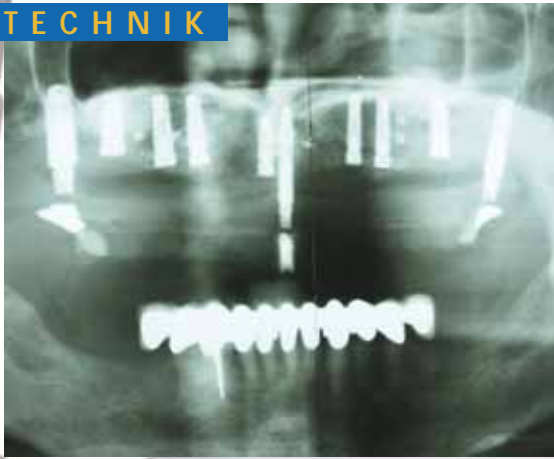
Das Kontrollröntgen zeigt die Stellung der Implantate sowie deren gute Osseointegration
